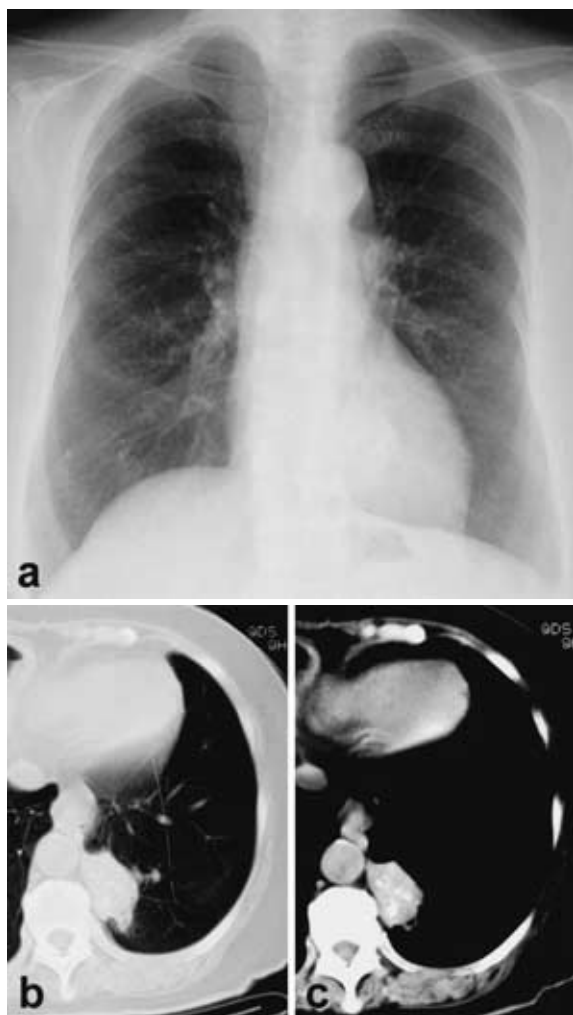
Chest roentgenogram shows a coin lesion in the left lower lung field (a) Chest computed tomogram shows a nodular lesion in the left S¹⁰ (b) The lesion contained a few coarse high density areas.
